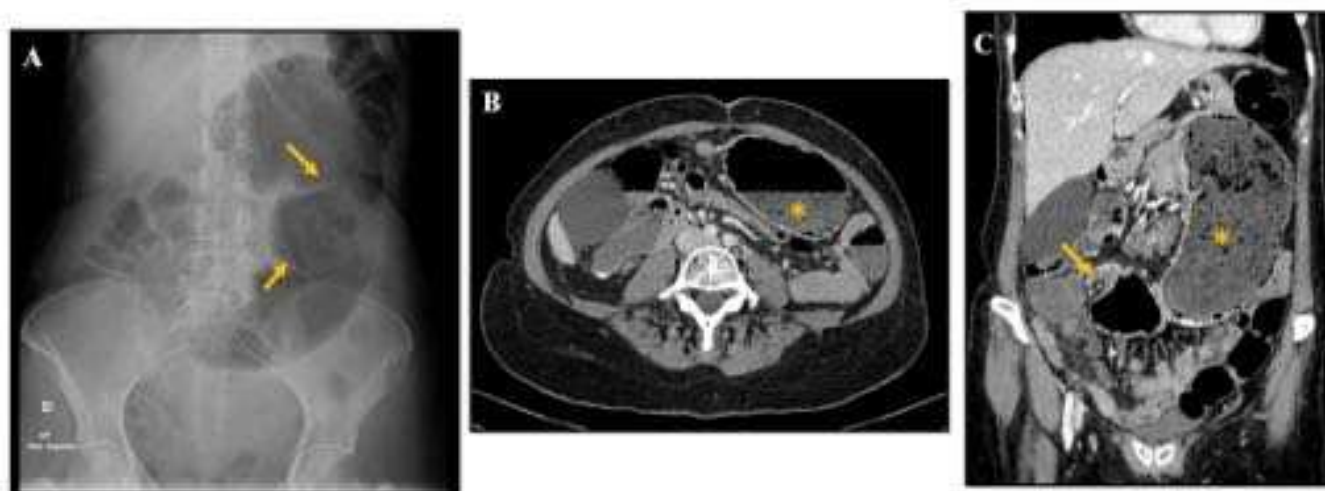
Obstrucción intestinal en asa cerrada. Varón de 83 años con epigastralgia. A) Radiografía simple de abdomen con dilatación de un asa de intestino delgado compatible con asa centinela (flecha). B) Imagen axial de TC. Importante ingurgitación mesentérica (\*) con distensión de las asas de intestino delgado que están hipocaptantes (flechas). C) Imagen coronal en la que se identifican dos puntos de obstrucción próximos entre sí (flechas), dando lugar a una obstrucción en asa cerrada.
